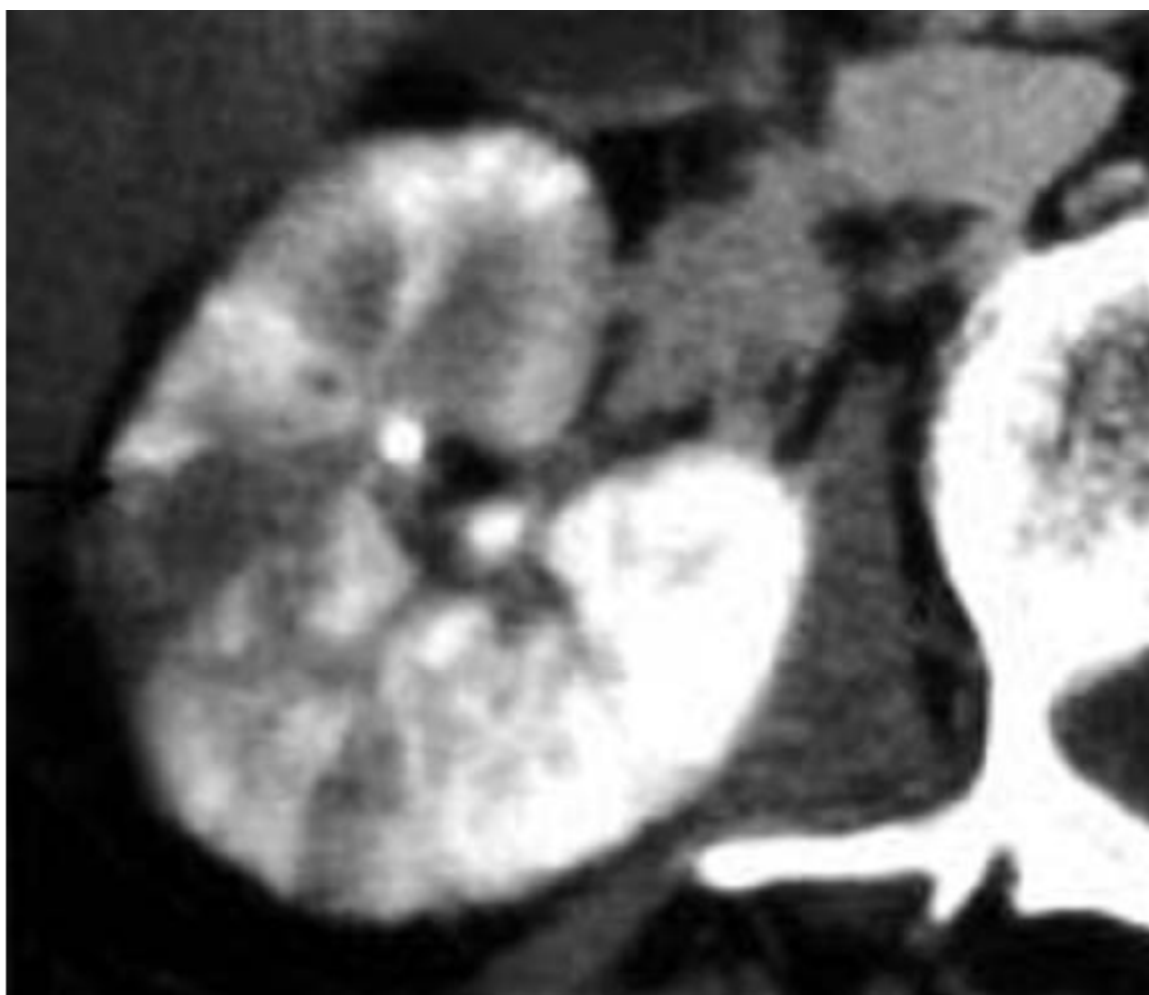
Aspect TDM d'une PNA aiguë. Territoire cortical hypodense triangulaire à limites nettes lors de la phase néphrographique. [76]
